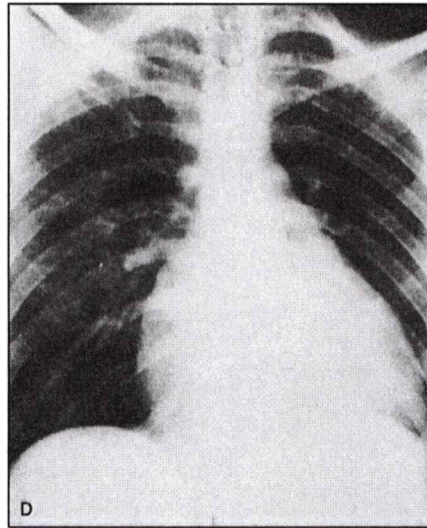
Radiografía de tórax: cardiomegalia.
